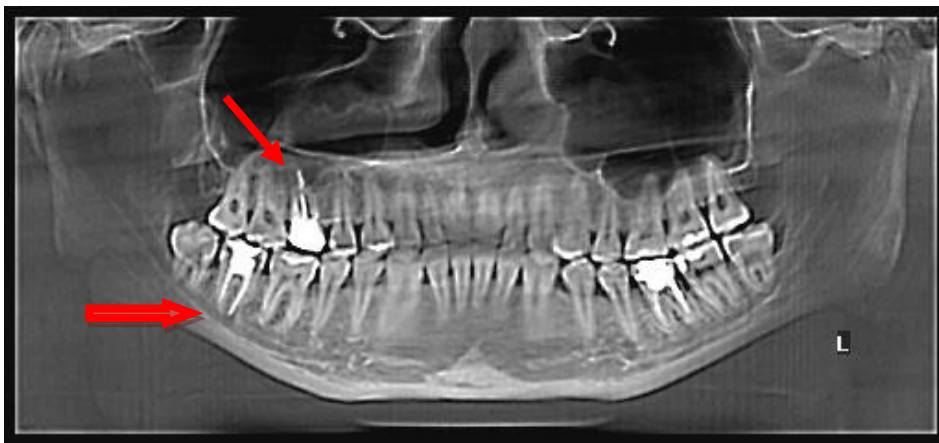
а. Пацієнт Е. 25 років. Ортопантомографія виведена за допомогою програмного забезпечення Planmeca Romexis viewer із КПКТ, об'ємом 180x200.
